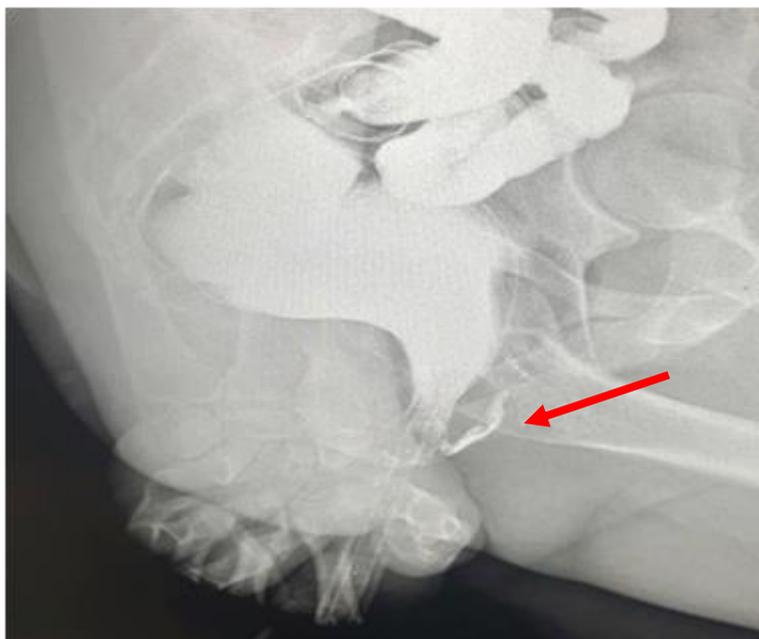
Рентгенограмма пациентки Л., 48 лет, А/к № 3880/18
